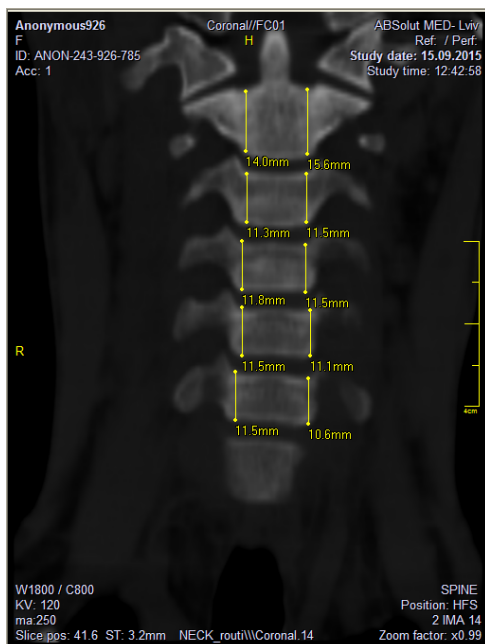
Комп'ютерна томограма шийного відділу хребта в прямій проекції.
